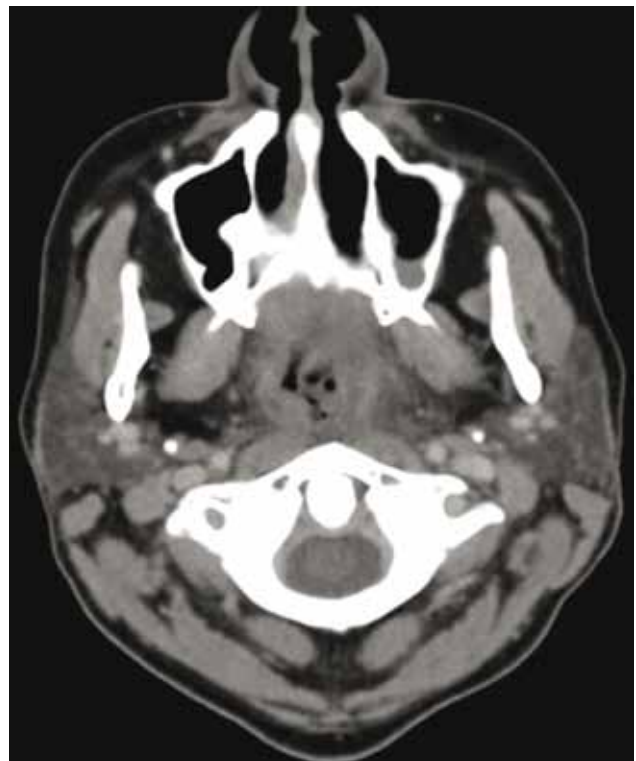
TC farínge, axial
